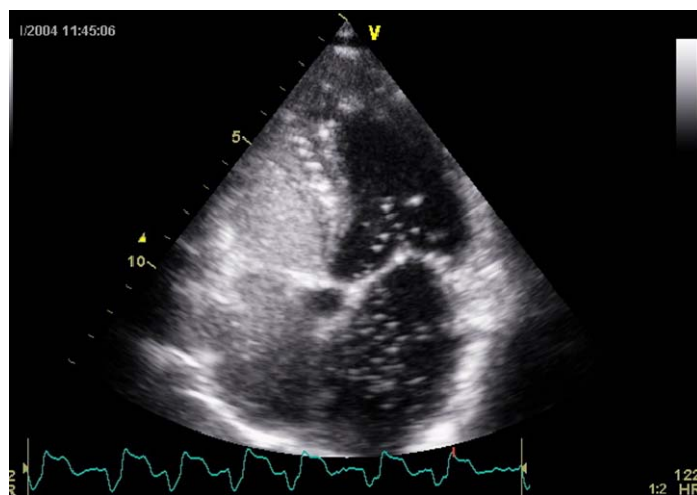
Ecocardiograma transtorácico con las cavidades derechas llenas de contraste y las burbujas atravesando el septum interauricular a través del FOP
